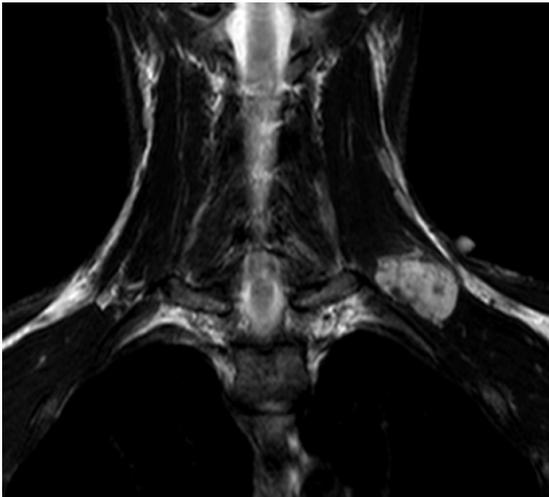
RM cervical (corte coronal, secuencia T2). Se observa una tumoración supraclavicular izquierda hiperintensa de 3,5 cm compatible con malformación vascular tipo hemangioma.
